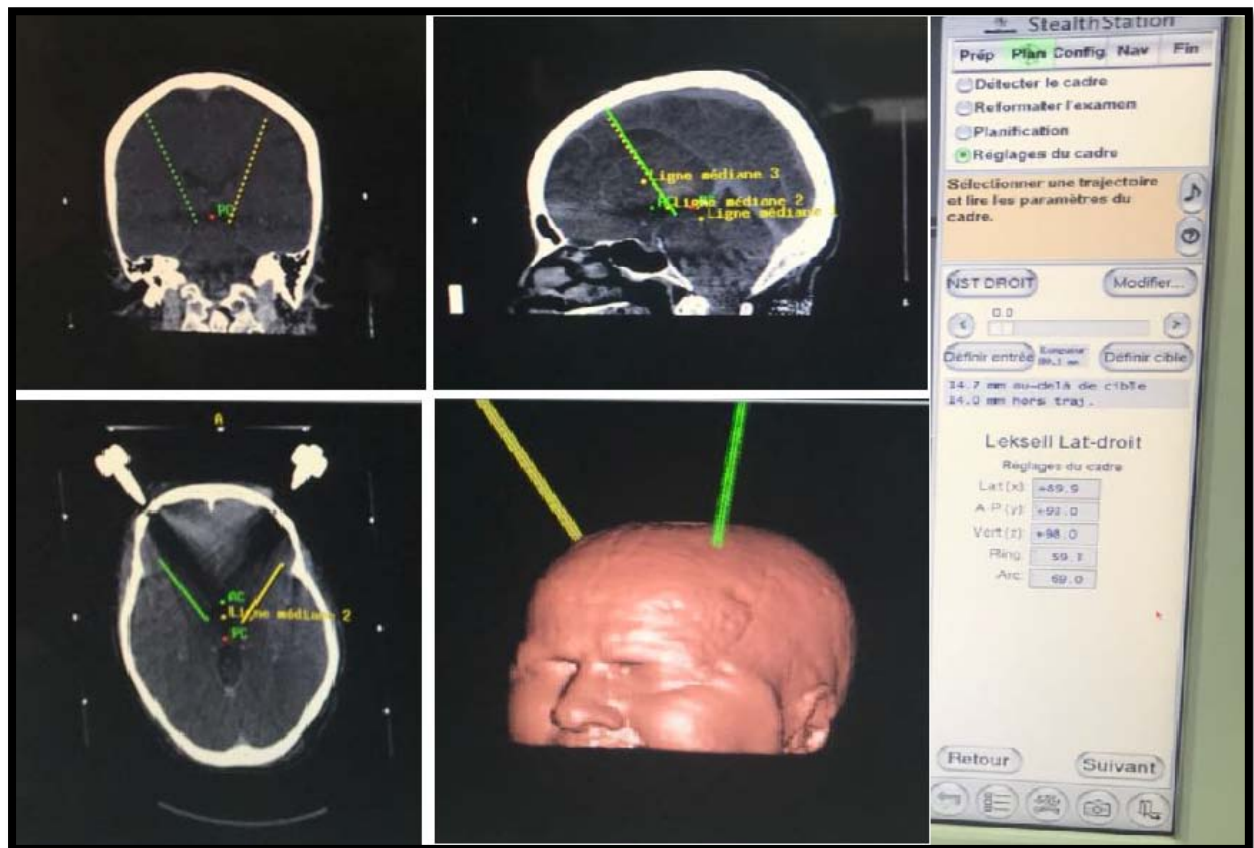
TDM cérébrale en condition stéréotaxique avec détermination de la trajectoire d'entrée
